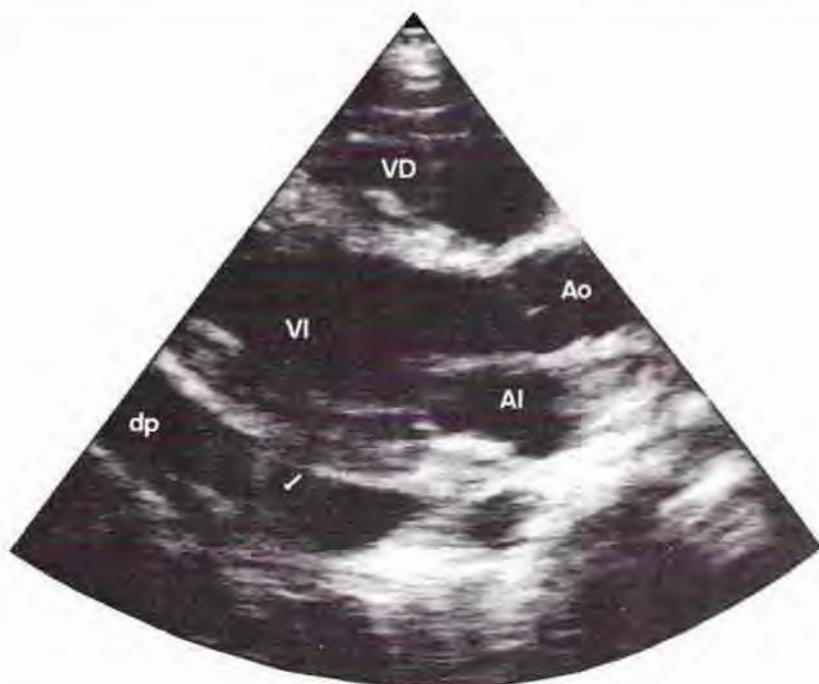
Ecocardiograma bidimensional de un derrame pericárdico (dp), trabeculado (flecha). VD: ventrículo derecho. VI: ventrículo izquierdo. Ao: aorta. AI: aurícula izquierda.
